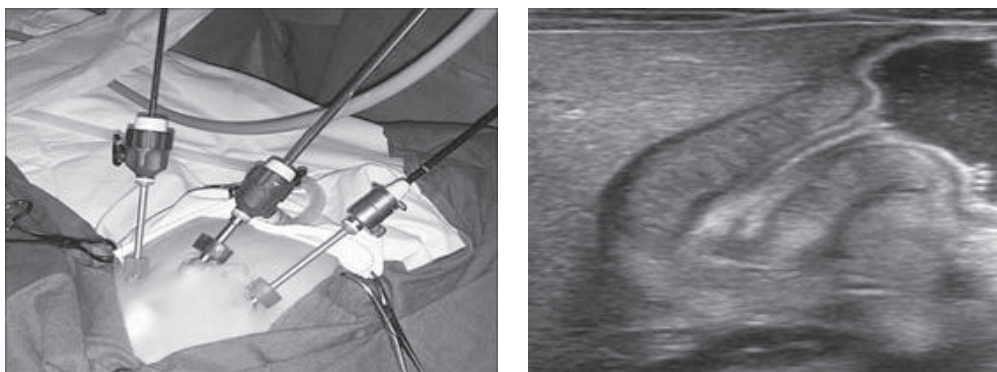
Stomach pyloric in UTT examination of laparoscopic pyloromyotomy (intraoperative and external appearance of the child). echocardiogram of the part
